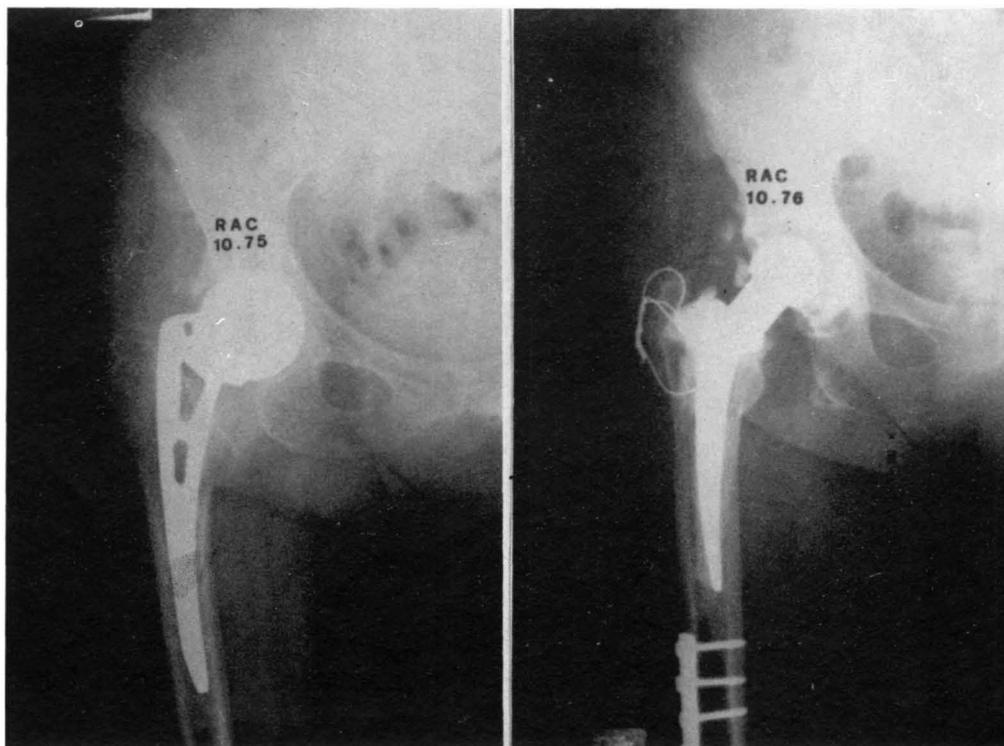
Fractura de diáfisis femoral. A, Prótesis de Moore dolorosa colocada nueve meses antes. B, Radiografía postoperatoria apreciándose el extremo de la síntesis utilizada para la fractura producida peroperatoriamente. C, Radiografía lateral mostrando la consolidación de la fractura y la osteosíntesis utilizada.
